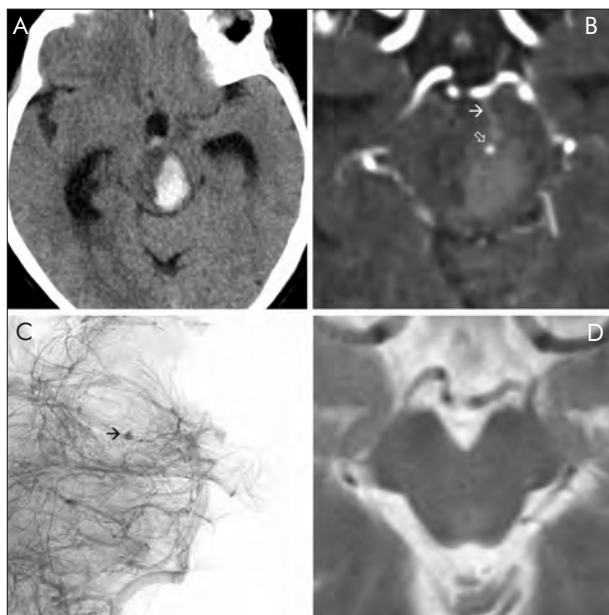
Mesencephalic haemorrhage with perifocal oedema (A), with a paramedian vein (white arrow) and a spot sign (open arrow) on the CTA (B), corresponding to a pseudoaneurysm filling on a lateral view DSA (arrow) (C). T2 weighted image of the brainstem 11 years before rupture, showing no signs of AVM at the later haemorrhagic site (D)
